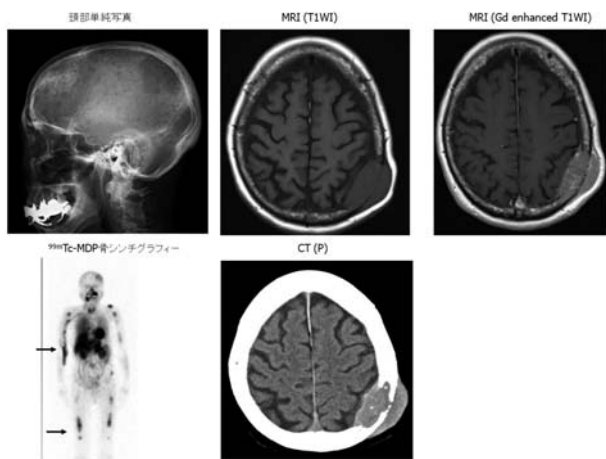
Plain skull radiographs shows an osteolytic lesion in frontal bone and parietal bone. MRI shows an iso-low intensity mass on T1 weighted images in parietal bone, and well enhanced by Gd DTPA. ^{99m}Tc-MDP bone scintigraphy shows multiple lesion on skull bone and tubular bone.
